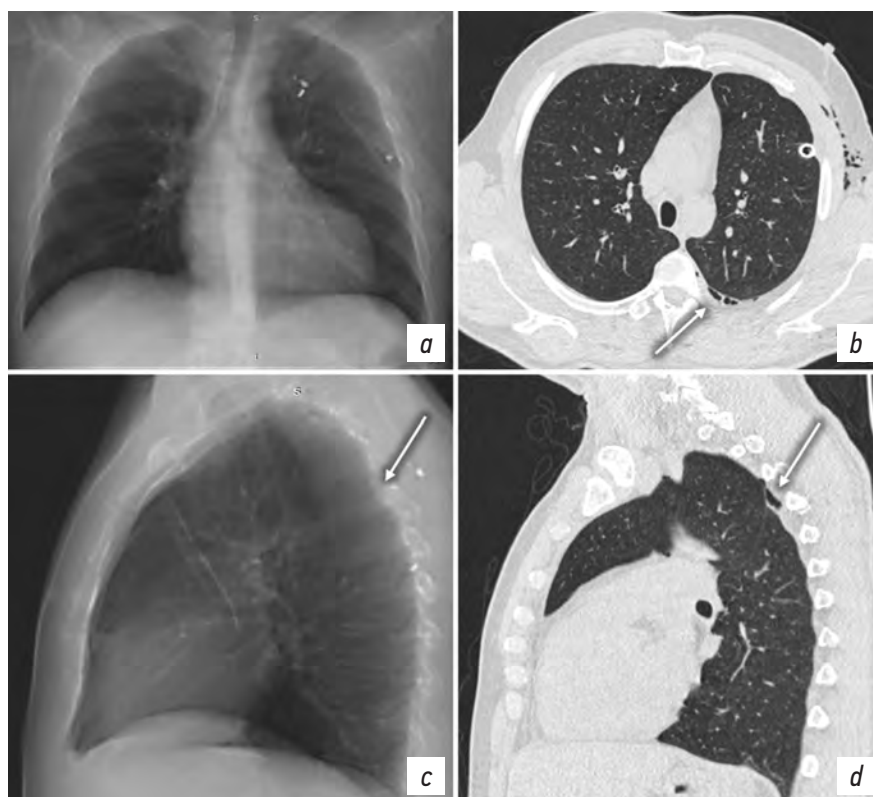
Пациент М. *a, c* — рентгенограмма органов груди в прямой и левой боковой проекциях. КТ органов груди: *b* — аксиальная плоскость; *d* — сагиттальная плоскость, правый гемиторакс. Минимальная эмфизема ЭПП слева (стрелки). Дренажная трубка в левой плевральной полости.
